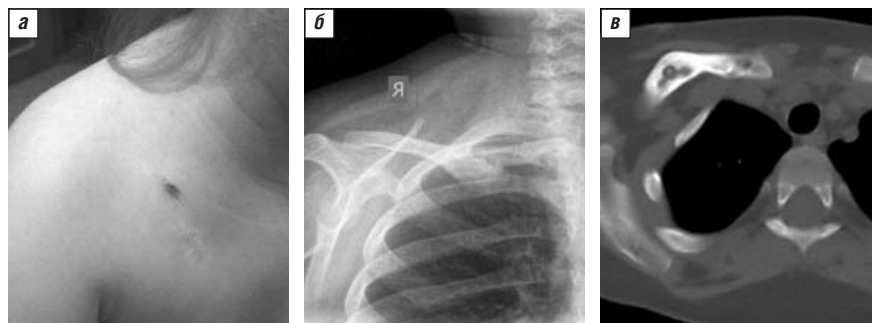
Пациентка М., данные 2014 г. а — свищевой ход в области правой ключицы и рубцы после многократных пункций и дренажей; б — рентгенологическая картина перелома правой ключицы; в — изменения по данным КТ правой ключицы, характерные для остеомиелита
